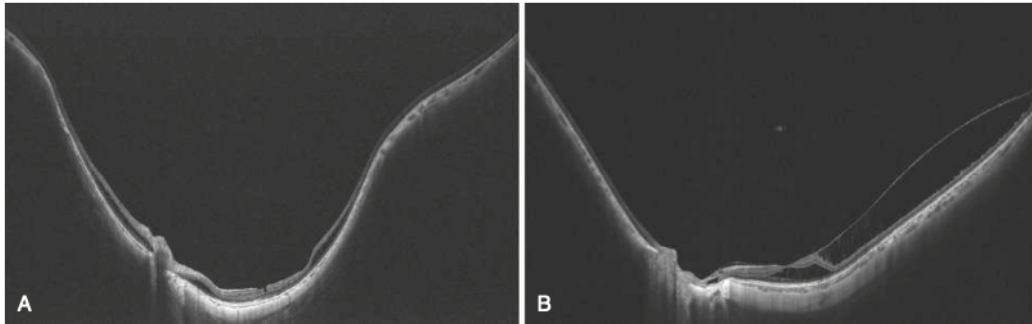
Different features of myopic macular retinoschisis in eyes with and without posterior staphyloma. (A) In eyes with staphylomas, the retinoschisis is seen within the area of staphylomas, and it does not go beyond the staphyloma edges. (B) In eyes without staphylomas, a diffuse, widespread, outer retinoschisis can be seen. (Image B from Shinohara K, Tanaka N, Jonas JB, et al. Ultra-widefield optical coherence tomography to investigate relationships between myopic macular retinoschisis and posterior staphyloma. *Ophthalmology* 2018;125(10):1575–86.)
